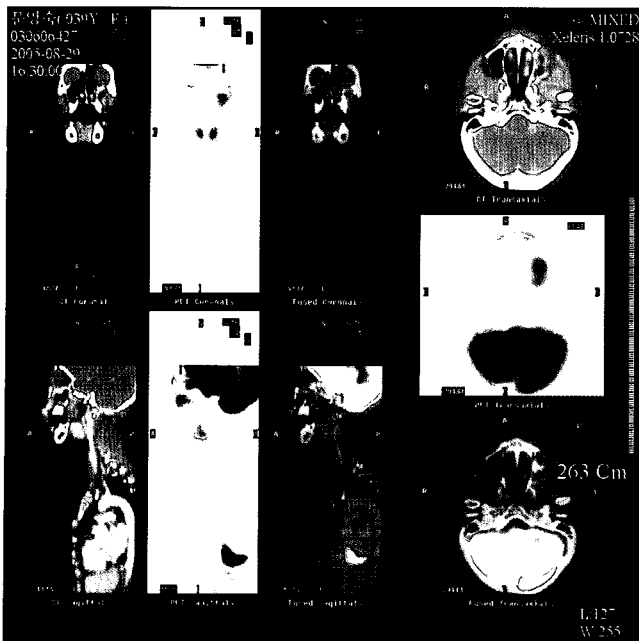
Follow-up PET/CT scans. Soft tissue density and mucoperiosteal thickening is noted in Left maxillary sinus, with mild increased FDG uptake (pSUV=4.79). No demonstrable abnormal focus of increased FDG uptake in lymph node bearing area.
